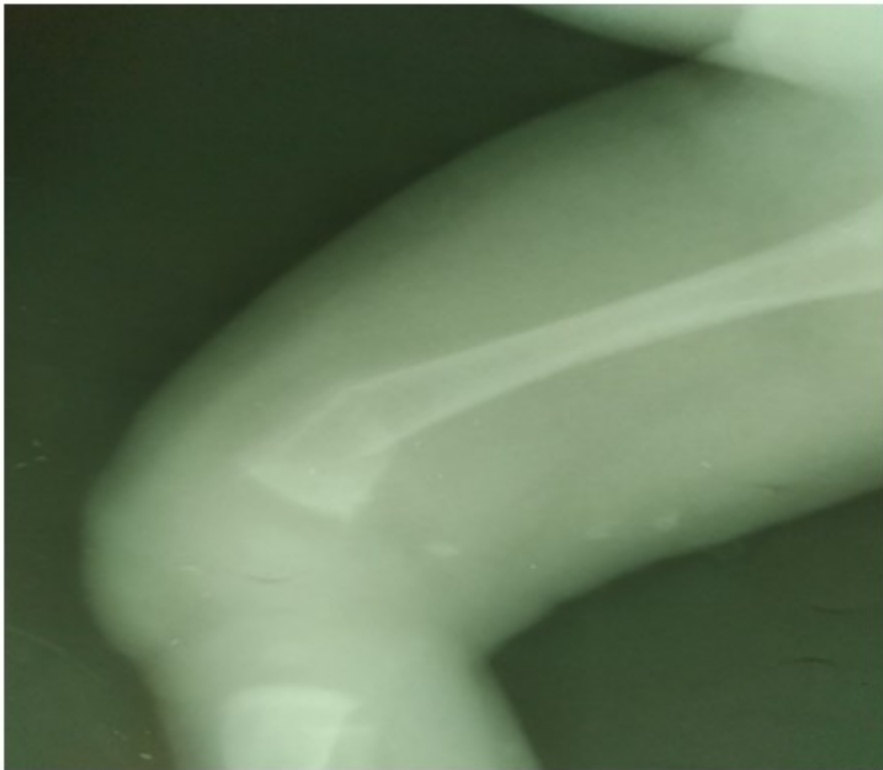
Radiografía que muestra fractura metafisiaria distal del fémur derecho.
